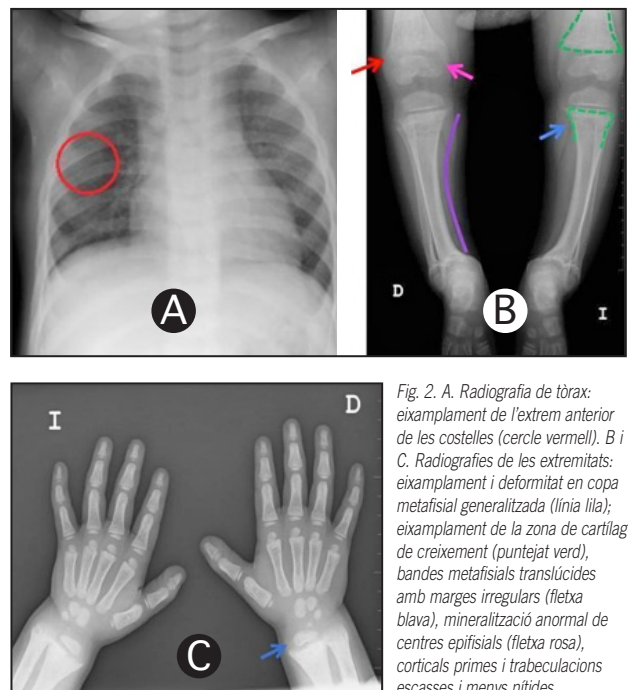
A. Radiografia de tòrax: eixamplament de l'extrem anterior de les costelles (cercle vermell). B i C. Radiografies de les extremitats: eixamplament i deformitat en copa metafisial generalitzada (línia lila); eixamplament de la zona de cartílag de creixement (puntejat verd); bandes metafisials translúcides amb marges irregulars (fletxa blava); mineralització anormal de centres epifisials (fletxa rosa); corticals primes i trabeculacions escasses i menys nítides.
